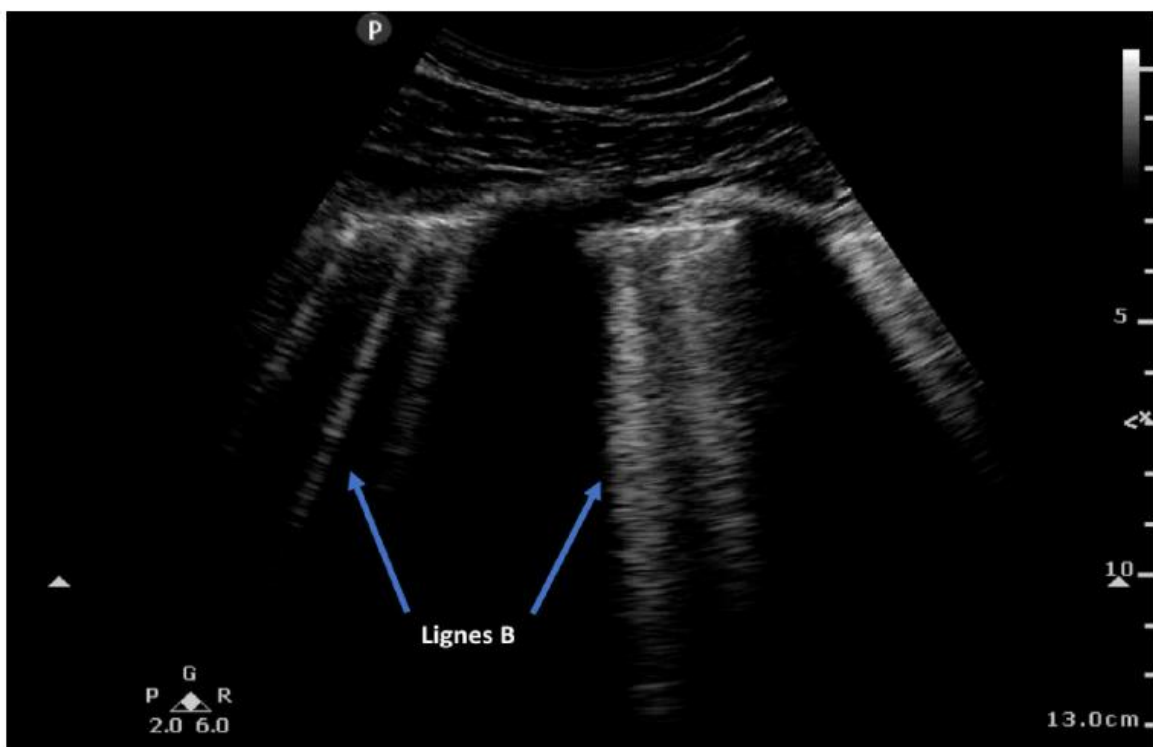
Aspects caractéristiques des lignes B en échographie pleuropulmonaire
